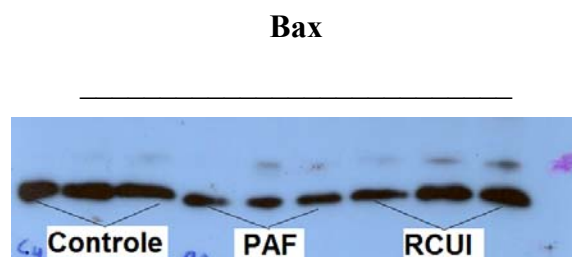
Bandas auto-radiografadas da expressão de Bax nos Grupos Controle, PAF e RCUI.
